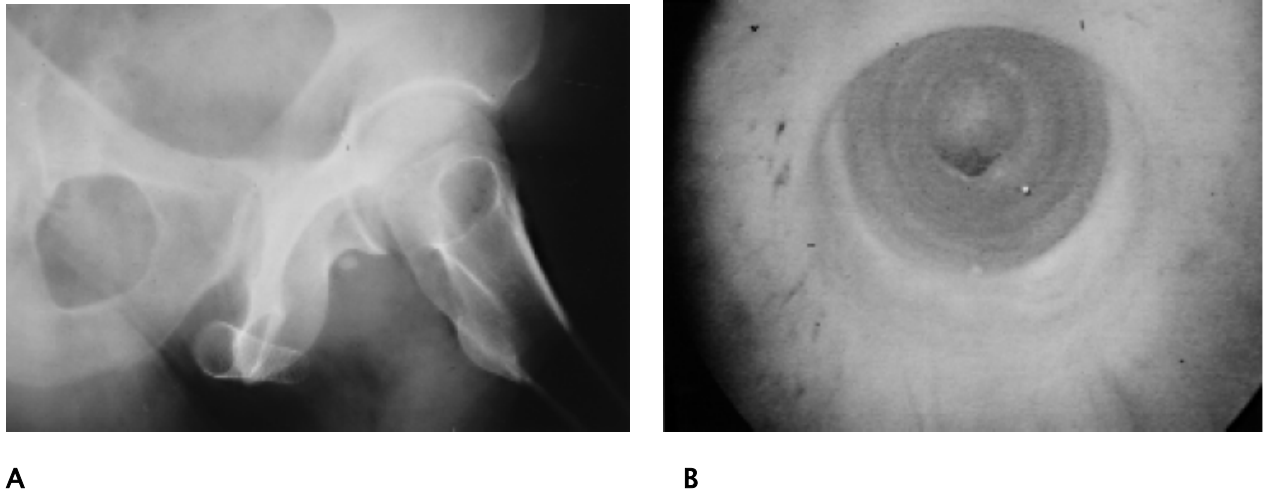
A : Contrôle radiographique de la position de la prothèse
